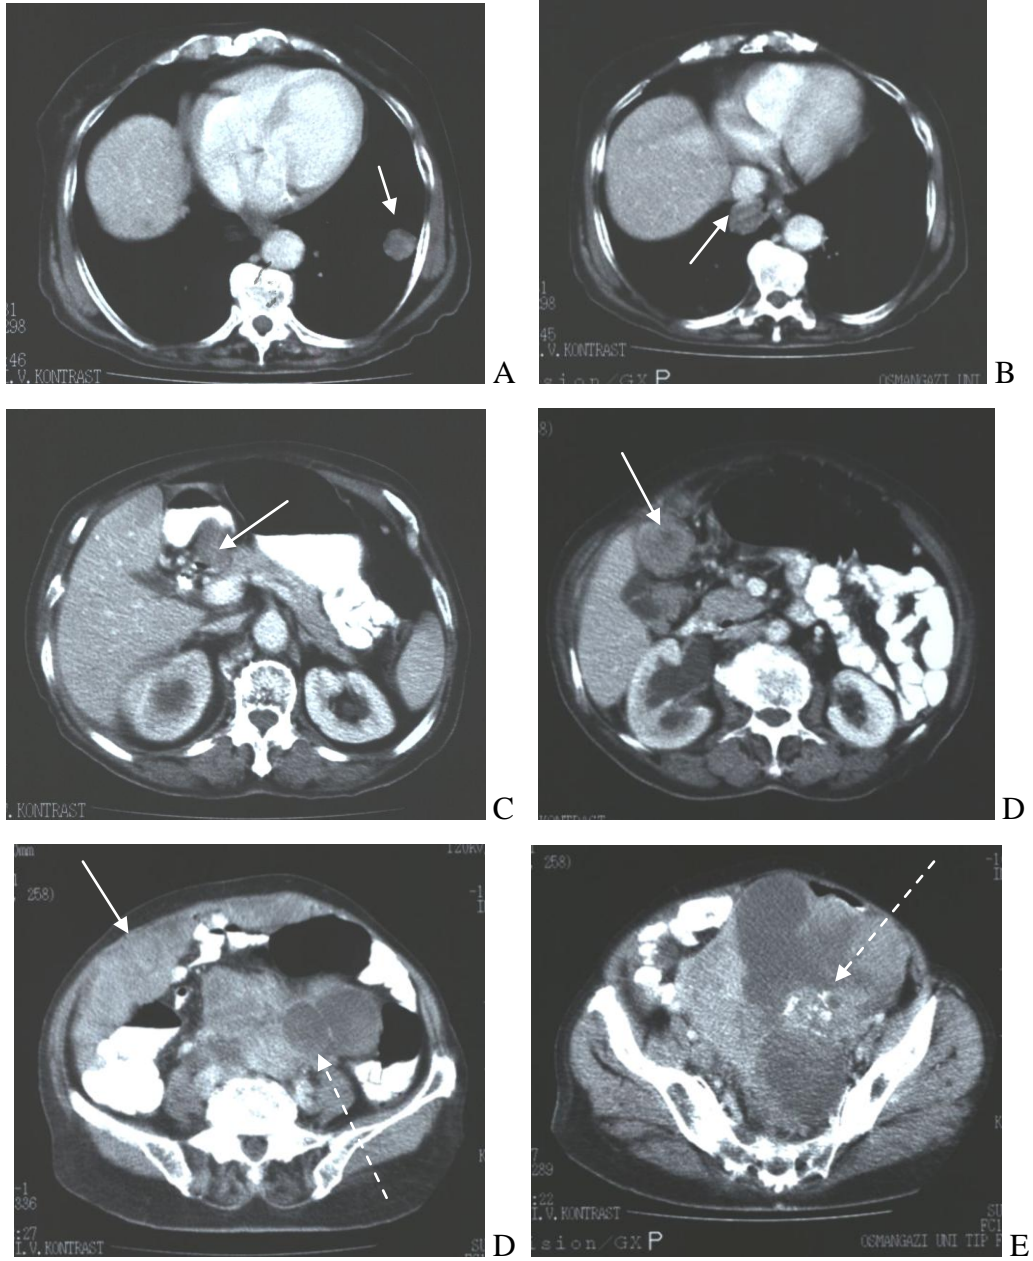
Olgu 6. Evre IIIc , orta derece diferansiye seröz karsinomlu hasta. (A), (B), (C): subdiyafragmatik peritonda ve karaciğer yüzeyinde 1cm' nin üzerinde tümöral implantlar izlenmekte(oklar). BT kriterlerine göre suboptimal düşünülmeyle birlikte operasyonda radikal cerrahi yöntemlerinin kullanılması nedeniyle optimal sitoredüksiyon ile sonuçlandı.
